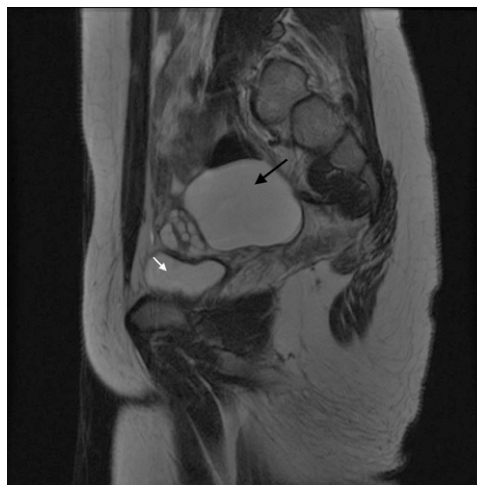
RM potenciada en T2: corte sagital. Se observa cómo la lesión quística (flecha negra) está en íntima relación con el ovario izquierdo. Nótese la densidad similar entre el contenido del quiste y el de la vejiga (punta de flecha blanca).
